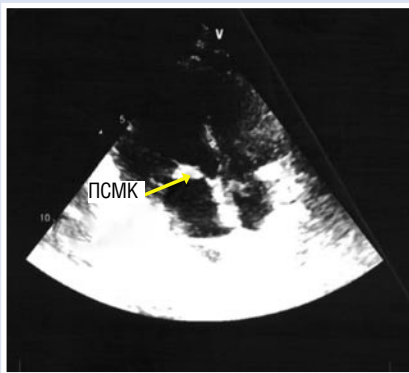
Эхокардиография. Выраженный фиброз и утолщение створки митрального клапана после пластики
